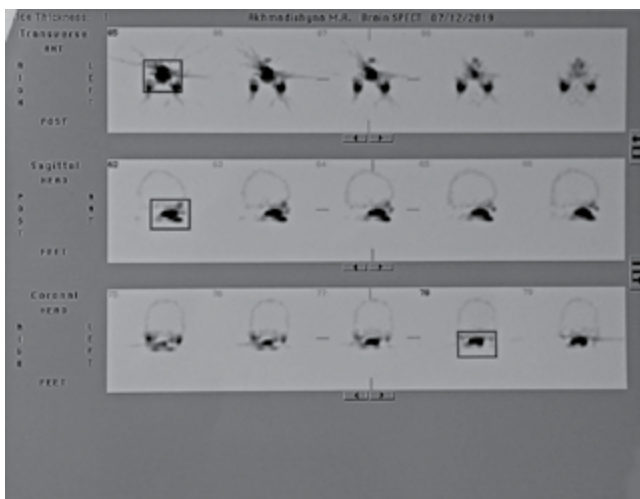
Сублінгвальне розташування ЩЗ: сцинтиграфія з $^{99\text{m}}\text{Tc}$.
